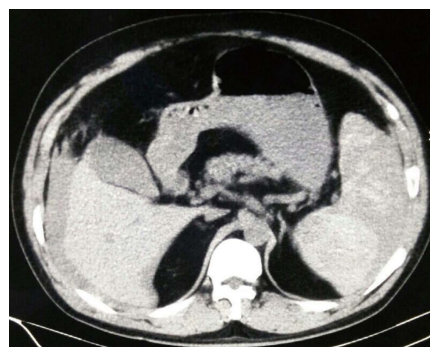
腹部增强CT. 脾脏密度不均匀, 腹、盆腔积液。
